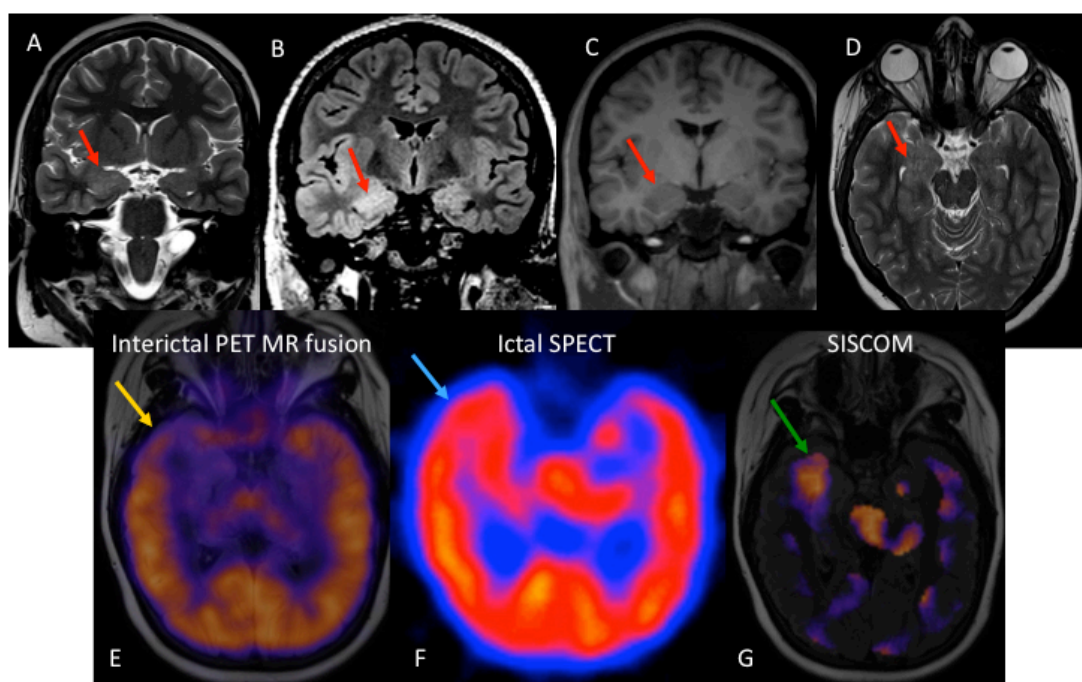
Imagen funcional en DCF de amígdala derecha. En la fila superior se observan secuencias T2 (A y D), FLAIR (B) y T1 (C) que muestran discreto aumento de tamaño de la amígdala cerebral derecha con ligera hiperintensidad en T2 y FLAIR. En la fila inferior se observa PET interictal fusionado con RM que muestra hipometabolismo temporal medial derecho (E). El Spect ictal (F) muestra discreto aumento del flujo sanguíneo temporal medial derecho, aunque es de difícil valoración. En la técnica SISCOM (G) se observa una diferencia significativa de flujo en región temporal medial derecha. Imagen cedida por SK Ellica et al., Harvard Medical School, ASNR anual meeting, 2012.
